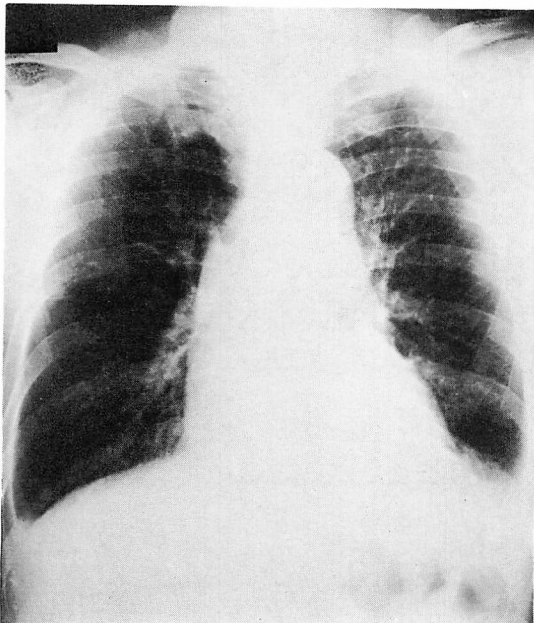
Chest radiograph of Case 2 on admission.
